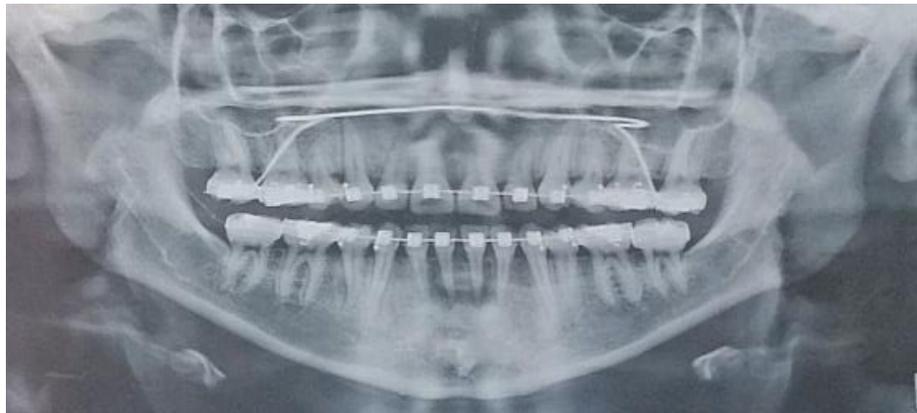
Radiografía panorámica prequirúrgica. Fuente H.G. La Perla
